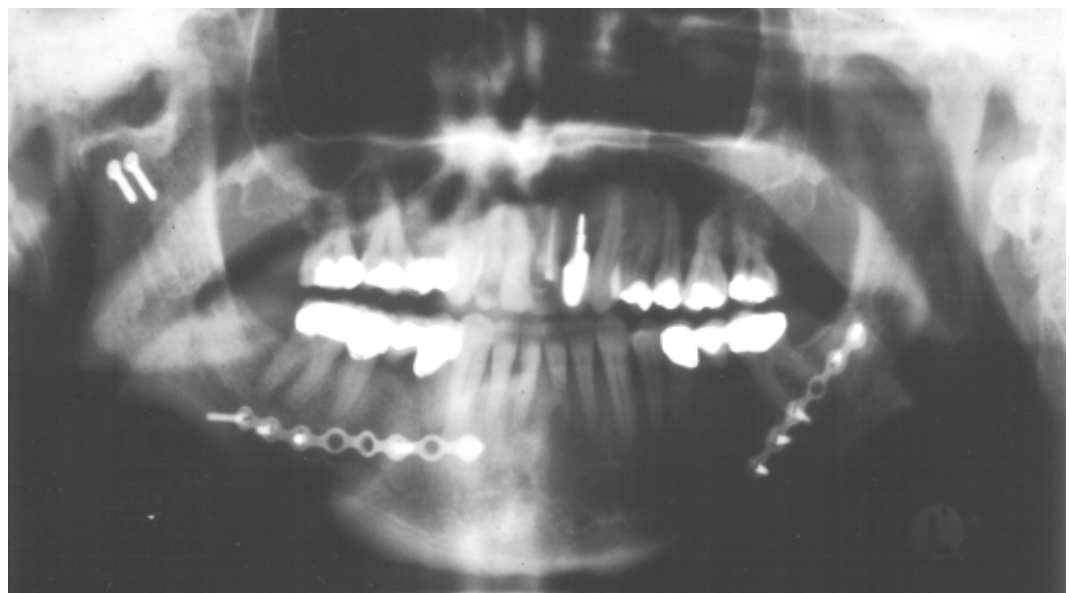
Orthopantomogramm; Kostochondrales Implantat rechts mit Schraubenfixation; Delaireosteotomie beidseitig mit Plattenosteosynthese
